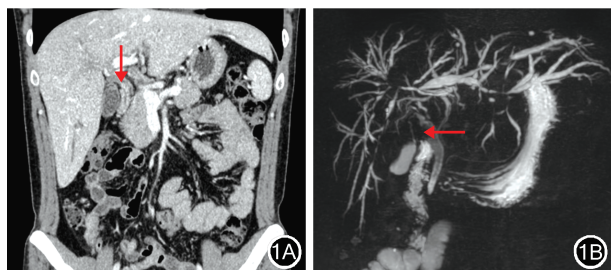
胆管导管内乳头状肿瘤的影像学检查结果 1A:CT检查结果显示肝外胆管管壁增厚,增强后可见异常强化(↓);1B:MRI检查结果显示肝外胆管局部充盈缺损(←),伴肝内外胆管多发狭窄和扩张
